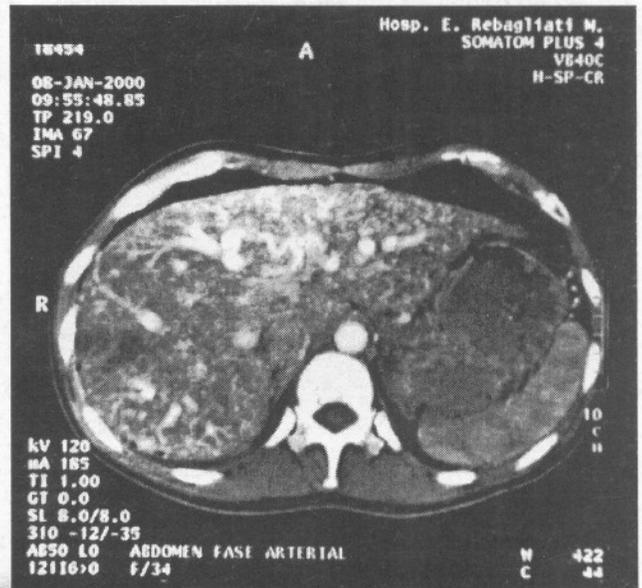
TAC helicoidal: fase arterial hepática
